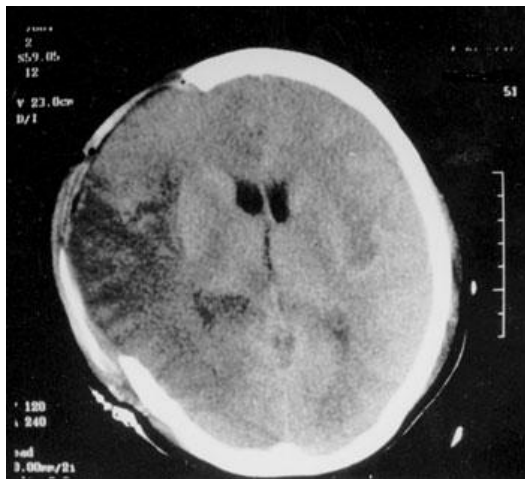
Tomografía axial computerizada tras craniectomía descompresiva.
